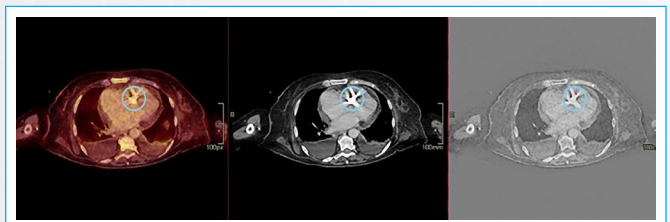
PET-TC que muestra los dispositivos T-TEER con captación leve de fluorodesoxiglucosa (FDG) en el más craneal de ellos que desaparece en las imágenes PET corregidas por atenuación, lo que es compatible con un proceso infeccioso a ese nivel.
